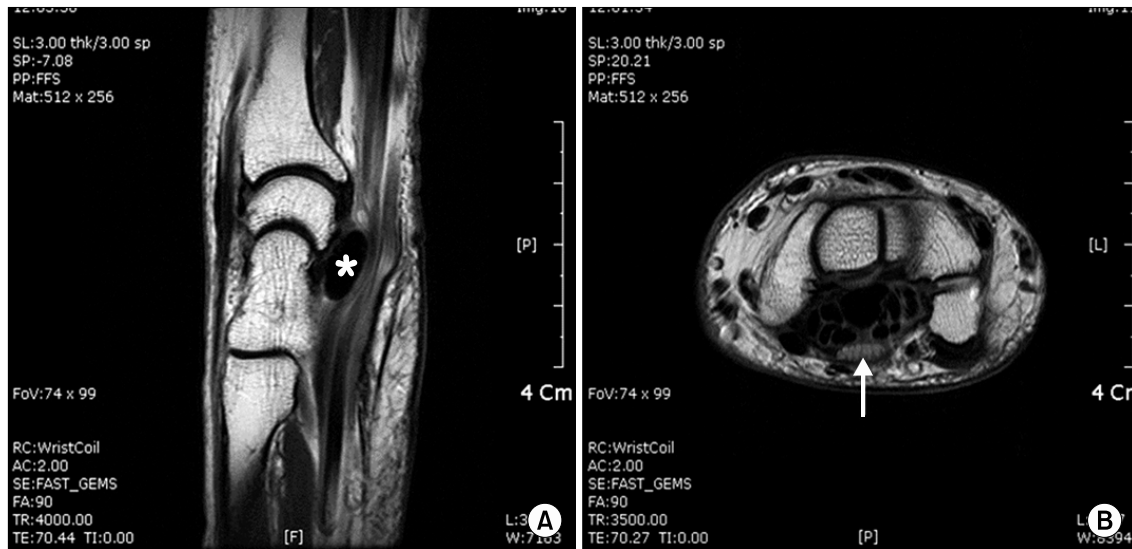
(A) Sagittal fast spin echo (FSE) T2 weighted magnetic resonance image shows 12×12×6 mm sized oval shaped calcific deposition in the carpal tunnel (*), and (B) axial FSE T2 weighted magnetic resonance image shows diffuse swelling and enhancement of median nerve (arrow).
